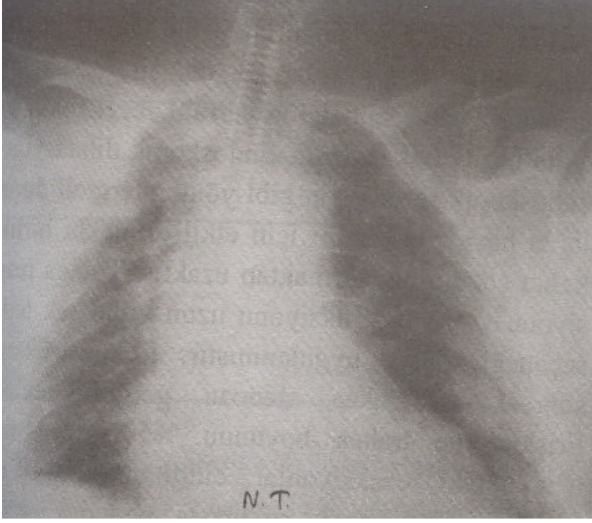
Trakeoözofageal fistül ve trakea stenozu gelişen II. olgunun PA akciğer grafisi; stent normal konumda, bilateral akciğerler eşit havalanıyor.
